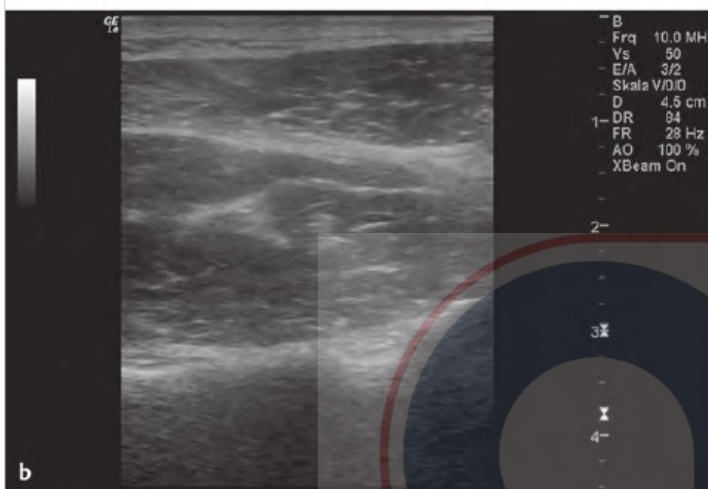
Bloqueo del nervio supraescapular guiado por ultrasonido (fuera de plano, eje corto).
